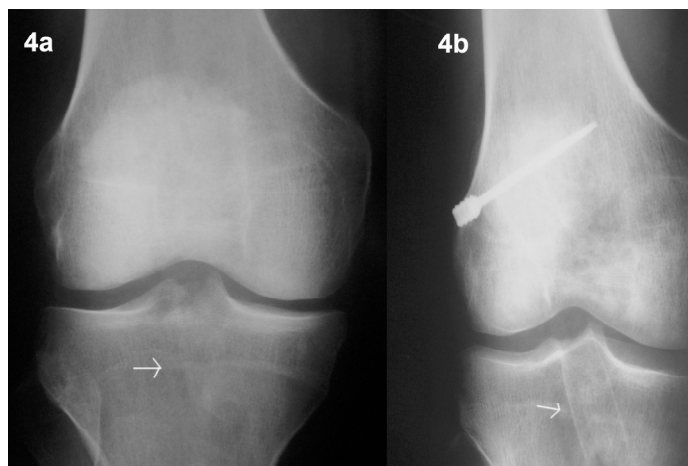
Radiografías postoperatorias, al mes de la intervención. Se observa la diferente integración de los túneles tibiales (flechas). A) Con PRGF; B) Sin PRGF.
